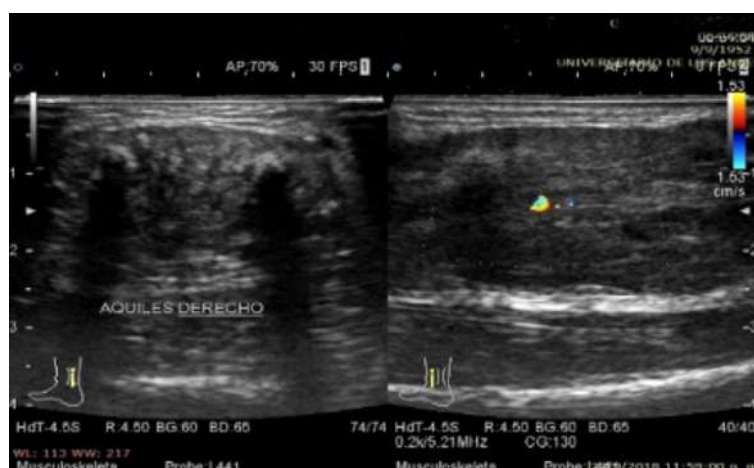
US modo B y Doppler color bursitis del tendón Aquiliano izquierdo. Servicio de Imagen IAHULA.
